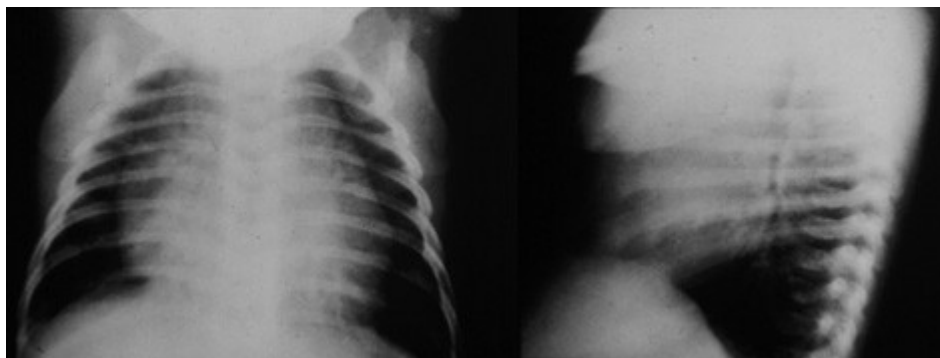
Прямая и боковая рентгенограммы грудной клетки. Определяется тимус у новорождённого.
